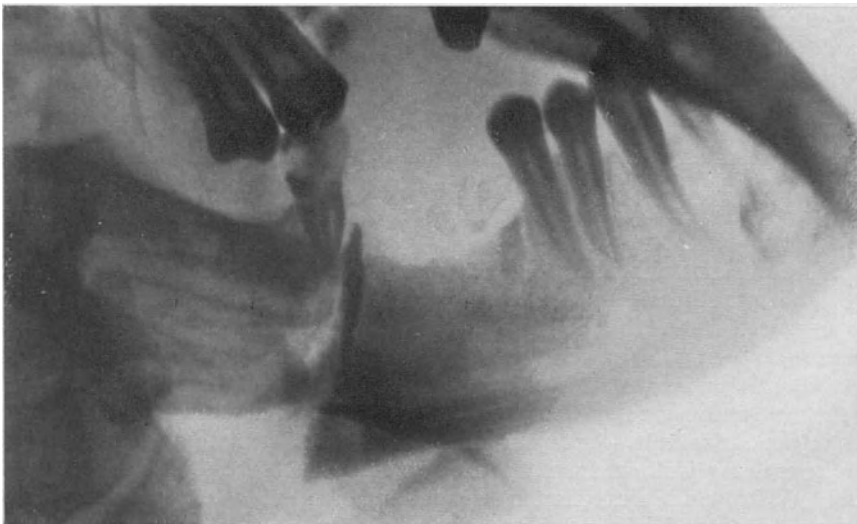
Röntgenbild einer Unterkieferfraktur. Querfraktur mit Diskolatio ad laterus.
